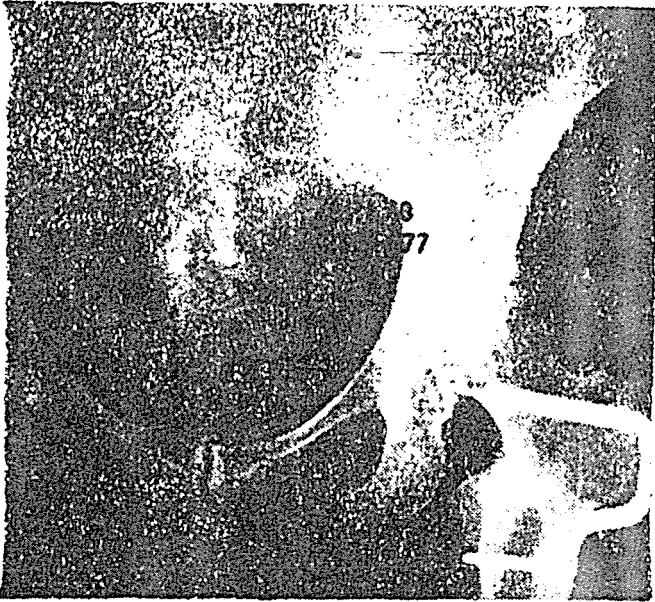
a : Bilateral koksartrozlu hastanın kalça grafisi.
